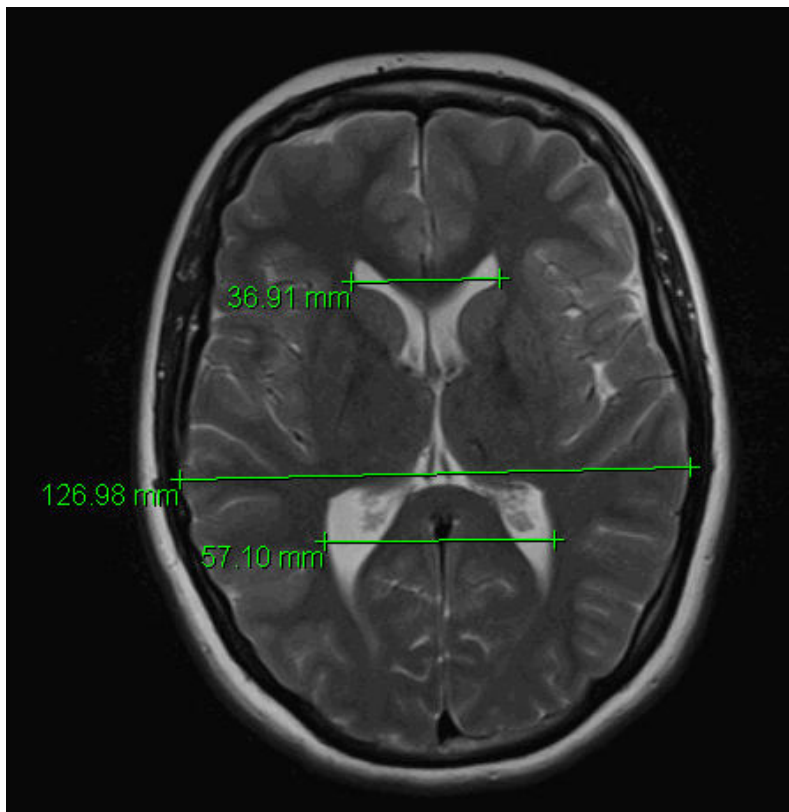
FOHR-Wert-Bestimmung anhand einer T2-gewichteten MRT-Aufnahme ohne Kontrastmittel (aus der Abteilung der Neuroradiologie der Universitätsmedizin Göttingen)
